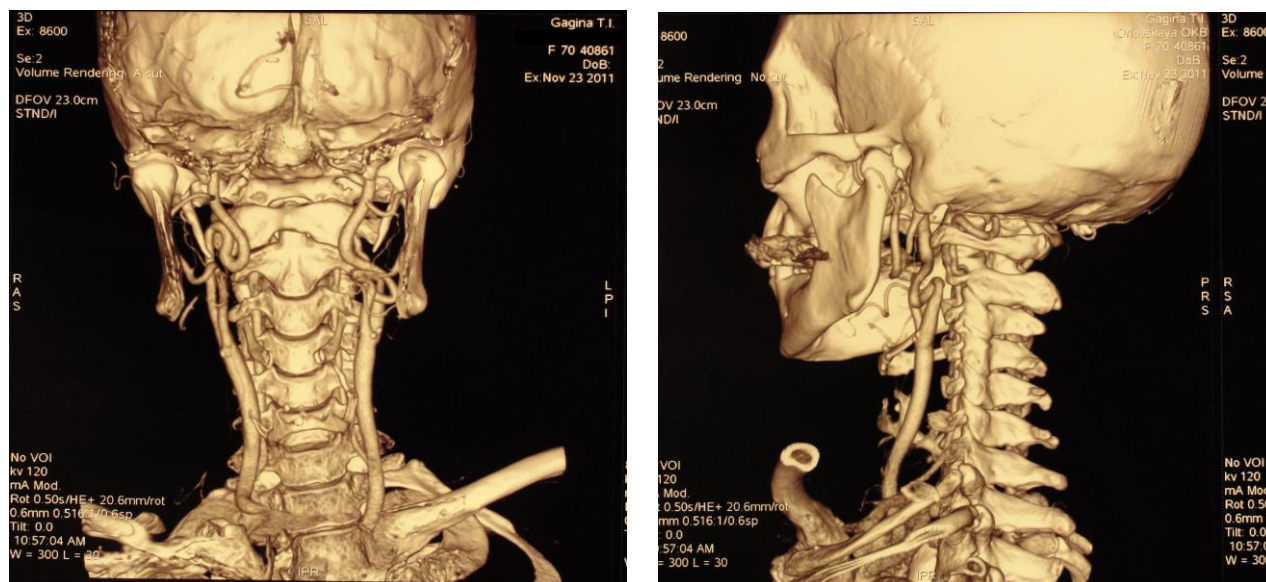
МРТ-ангиография кинкинга левой ВСА
